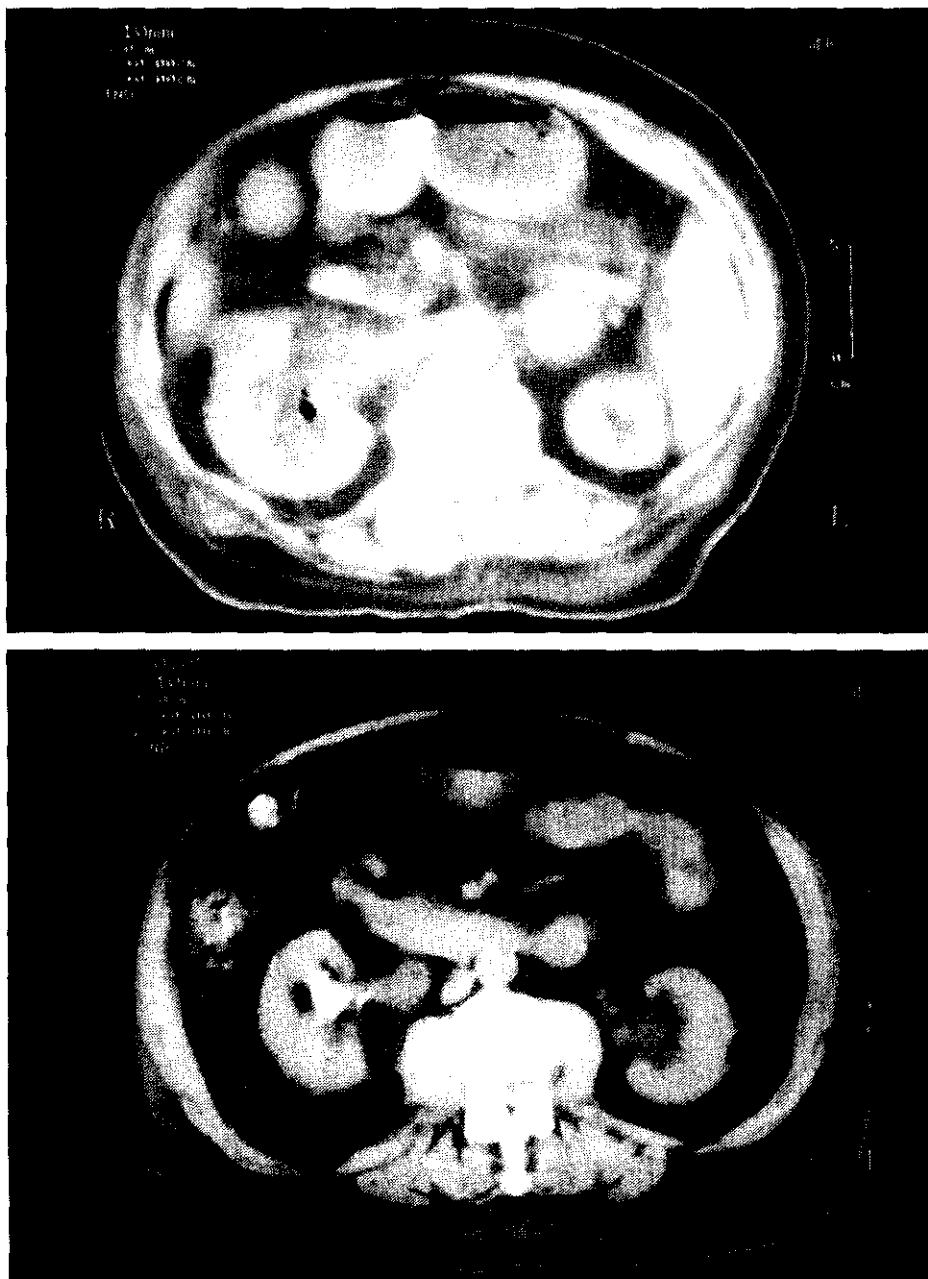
Pielitis enfisematosa. 7A) TC sin contraste en la que se observa una burbuja aérea en el cáliz medio del riñón derecho. 7B) Se muestra un cálculo en cáliz inferior del mismo paciente.
